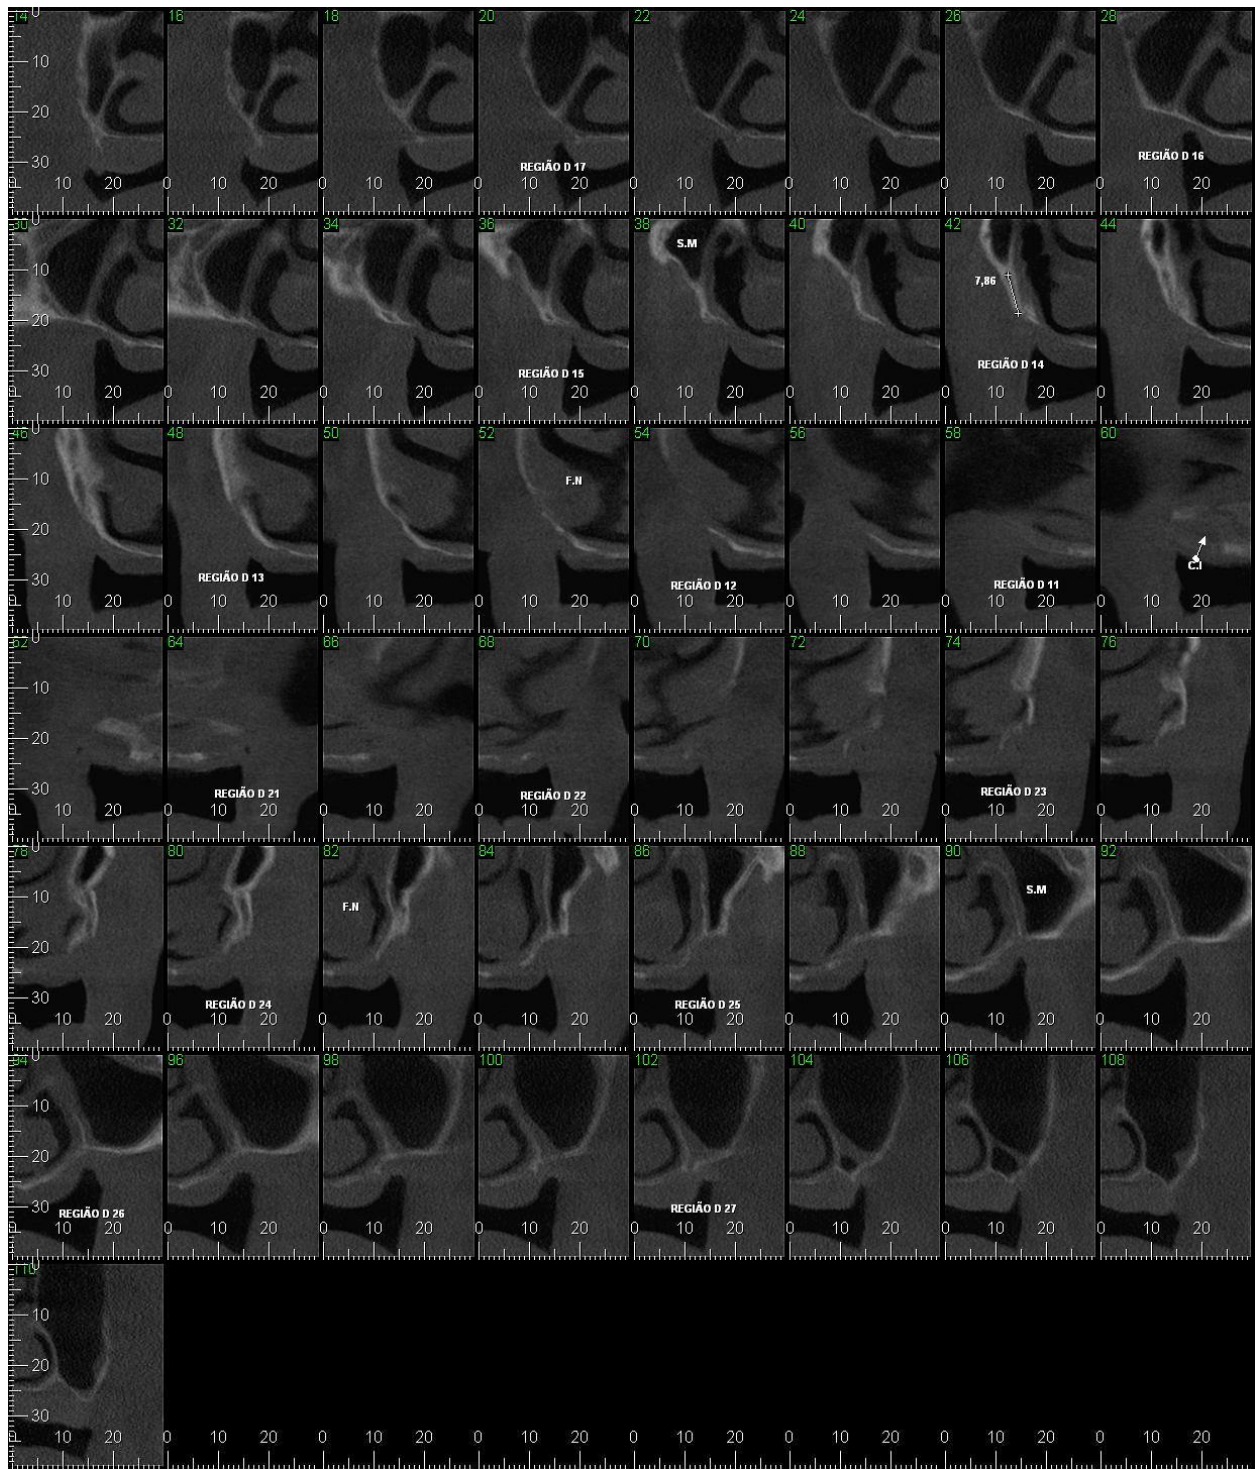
Imagens de cada plano, pela tomografia computadorizada.
